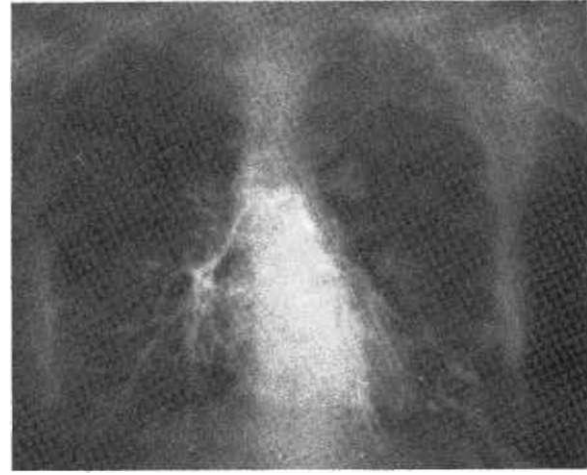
PA akciğer grafisinde solda tüm akciğer alanında saydamlıkta artma
